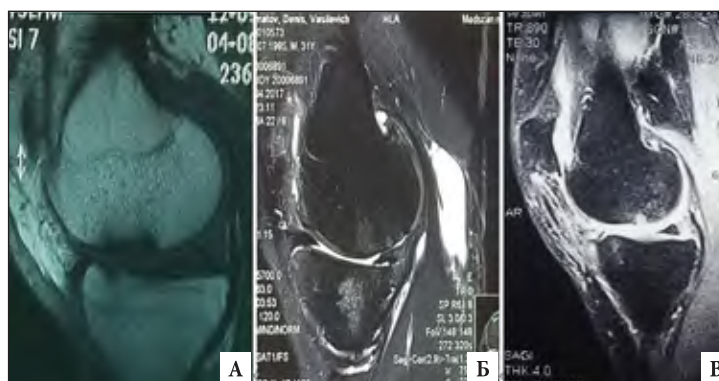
МРТ коленного сустава в сагиттальной проекции: показаны изолированные участки хондропатии III-IV степени внутренних отделов коленного сустава. А - в режиме T1 в сагиттальной проекции показан участок хондропатии IV степени внутреннего мыщелка бедренной и большеберцовой кости, повреждение заднего рога медиального мениска, Б - в режиме T2 в сагиттальной проекции показан участок хондропатии III-IV степени внутреннего мыщелка бедренной и большеберцовой кости и киста Бейкера, В - в режиме T1 в сагиттальной проекции показан участок хондропатии IV степени внутреннего мыщелка бедренной кости, пателлофеморальный артроз II степени.
